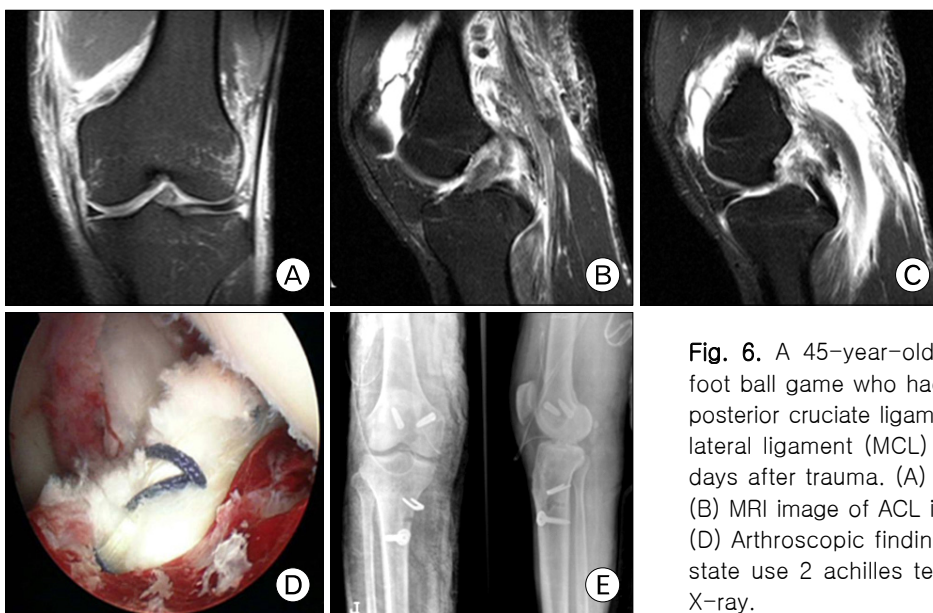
A 45-year-old male patient was injured during foot ball game who had anterior cruciate ligament (ACL), posterior cruciate ligament (PCL) and grade II medial collateral ligament (MCL) injury. Operation was done at 21 days after trauma. (A) MRI image of grade II MCL injury. (B) MRI image of ACL injury. (C) MRI image of PCL injury. (D) Arthroscopic findings of ACL and PCL reconstruction state use 2 achilles tendon allografts. (E) Postoperative X-ray.
